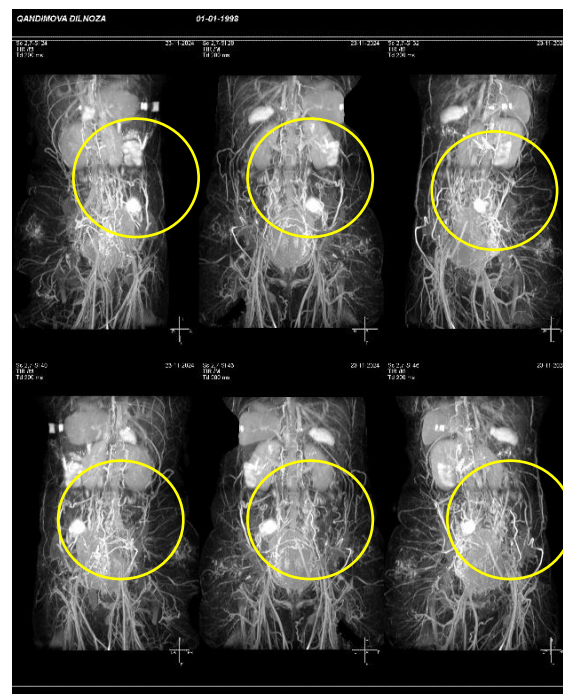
МРТ-признаки окклюзии нижней полой вены
